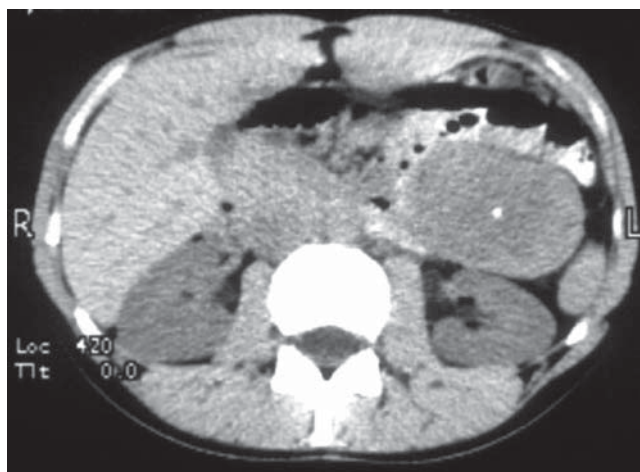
TC – masă solidă retroperitoneală 7x6cm, cu contur clar și calcifiere punctiformă centrală (reproducere cu permisiune) [11]
